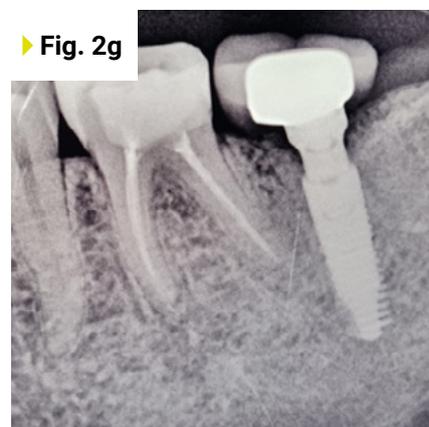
X-ray after one-year placement of a final crown
